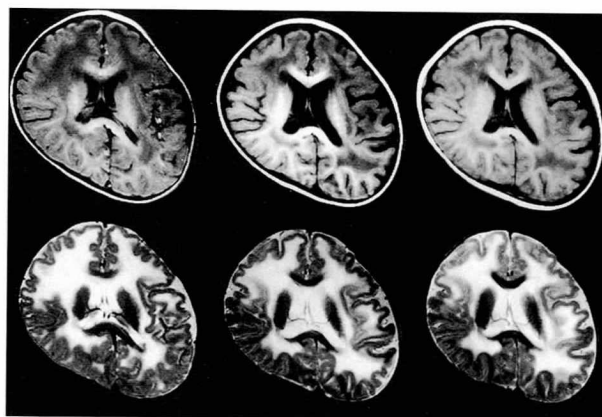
症例2の頭部MRI. 上段はT1強調画像で、下段はT2強調画像。左の2つは生後19カ月時の画像で、髄鞘化は内包、脳梁及び後頭葉に認められる。大脳白質はT1強調画像では対称的な低信号域、T2強調画像では高信号域を示し、この年齢としては髄鞘化遅延を示す。又、厚い脳回と浅い脳溝が前頭部や頭頂部に認められる。髄鞘化は年齢と共に進行するが、白質の異常信号は3歳1カ月時(真ん中の2つの画像)及び4歳7カ月時(右の2つの画像)においてもやはり認められている。
